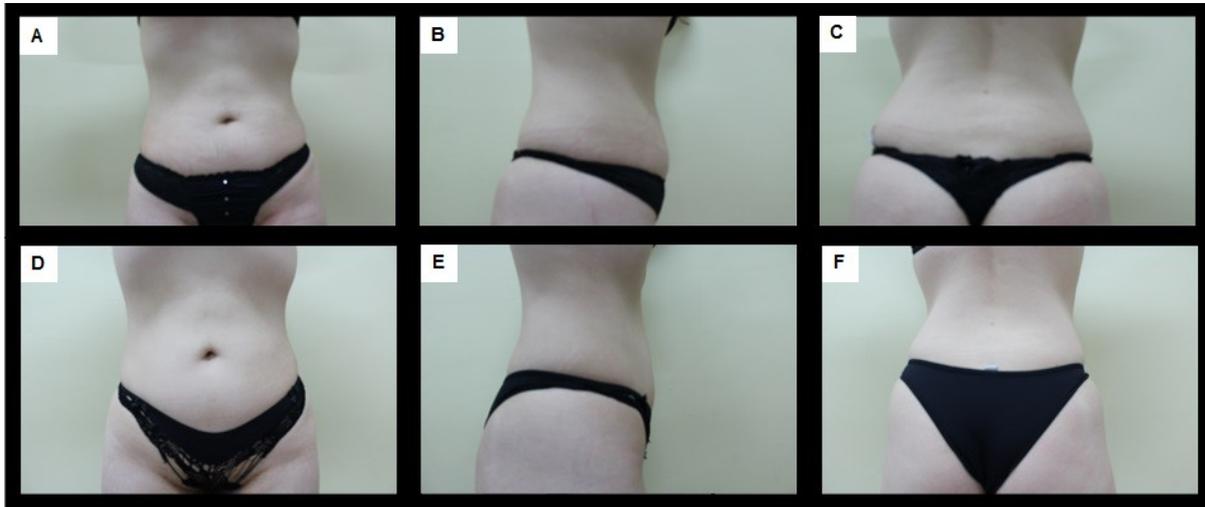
Imagens ilustrativas que demonstram as diferenças pré e pós-tratamento de 10 sessões de TC + fonoforese associada à DLM. (A, B e C) representam a voluntária antes do tratamento. (D, E e F) representam a voluntária após o tratamento.
